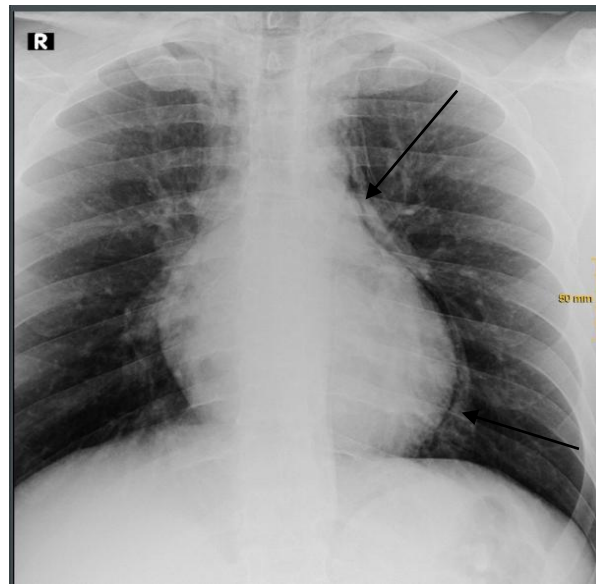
Radiografía de tórax que muestra signos sugestivos de enfisema subcutáneo y neumomediastino
